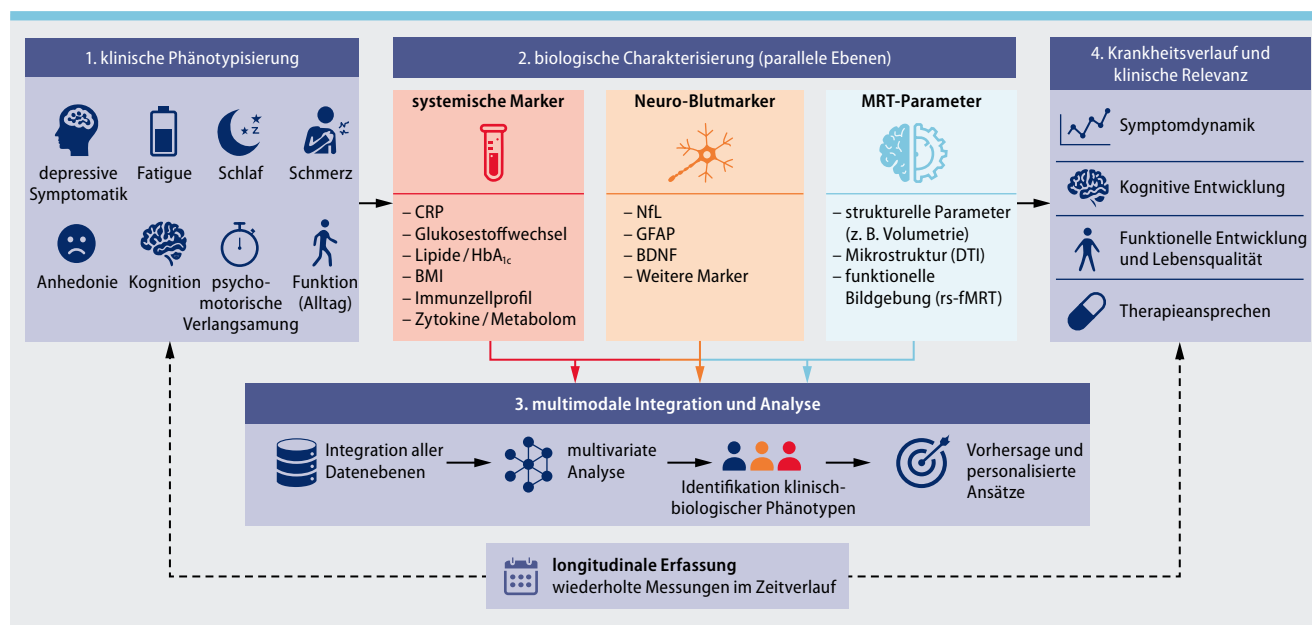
Multimodales Konzept zur Charakterisierung depressiver Symptome bei neuroinflammatorischen Erkrankungen. Integration klinischer Phänotypisierung mit systemischen Biomarkern, Neuro-Blutmarkern und MRT-Parametern zur Identifikation klinisch-biologischer Phänotypen und zur longitudinalen Beurteilung von Symptodynamik, Kognition, Funktionsniveau und Therapieansprechen. (DTI = diffusion tensor imaging, BDNF = brain-derived-neurotrophic-factor, BMI = body mass index, CRP = C-reaktives Protein, NfL = neurofilament light chain, GFAP = glial fibrillary acidic protein, rs-fMRT = resting-state funktionelle Magnetresonanztomografie)
